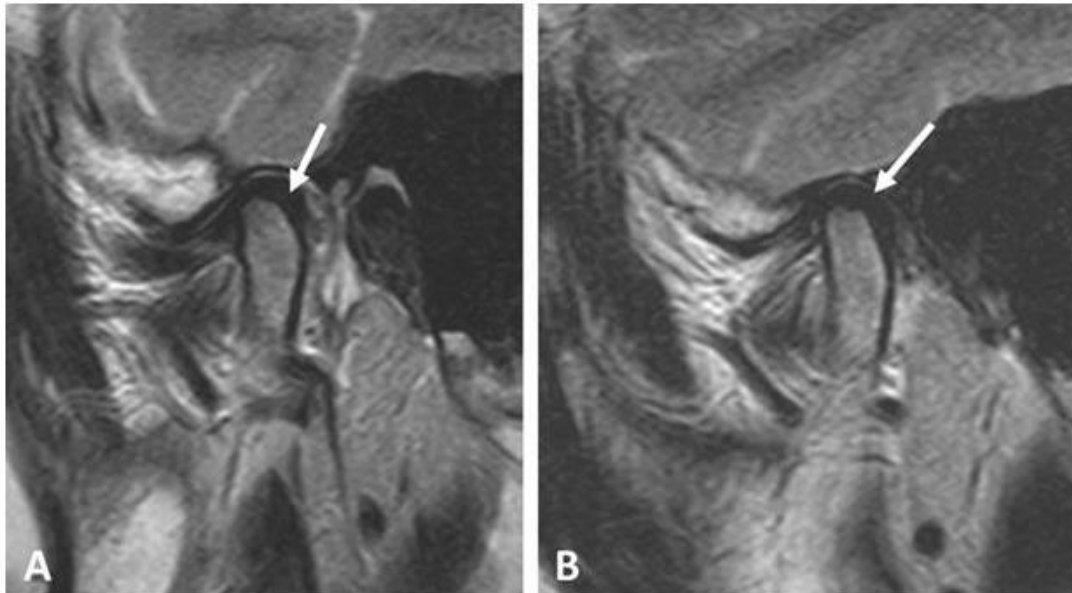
Vista sagital de imágenes de resonancia magnética ponderadas en T2 boca cerrada. A. Lado derecho y B. Lado izquierdo. Las flechas señalan el disco articular con desplazamiento posterior parcial en ambas articulaciones temporomandibulares (11)
